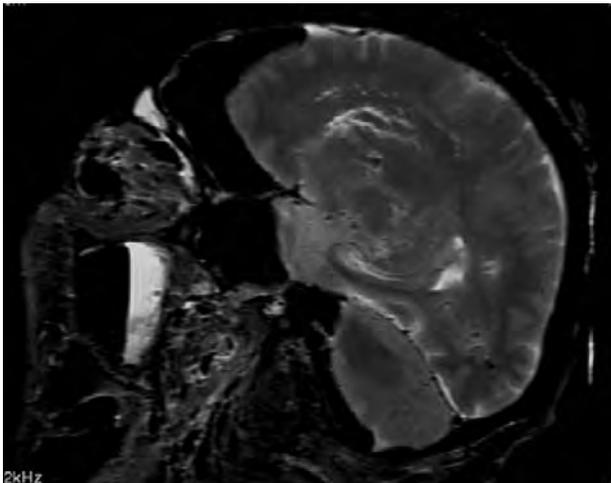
RM de cerebro de un cuerpo que había estado bajo el agua más de un año, muestra las estructuras cerebrales cosa que sería imposible al hacer la autopsia ya que se vuelven indistinguibles al licuarse al abrir el cráneo.
